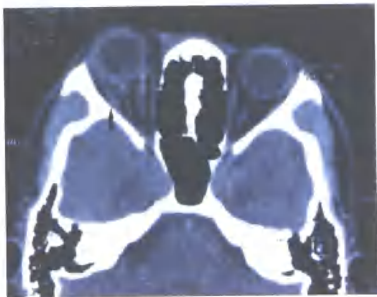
眶部轴位 CT。右眶部软组织肿胀，右眼球后见斑片状混杂密度影，境界不清，考虑为球后出血（箭头）
